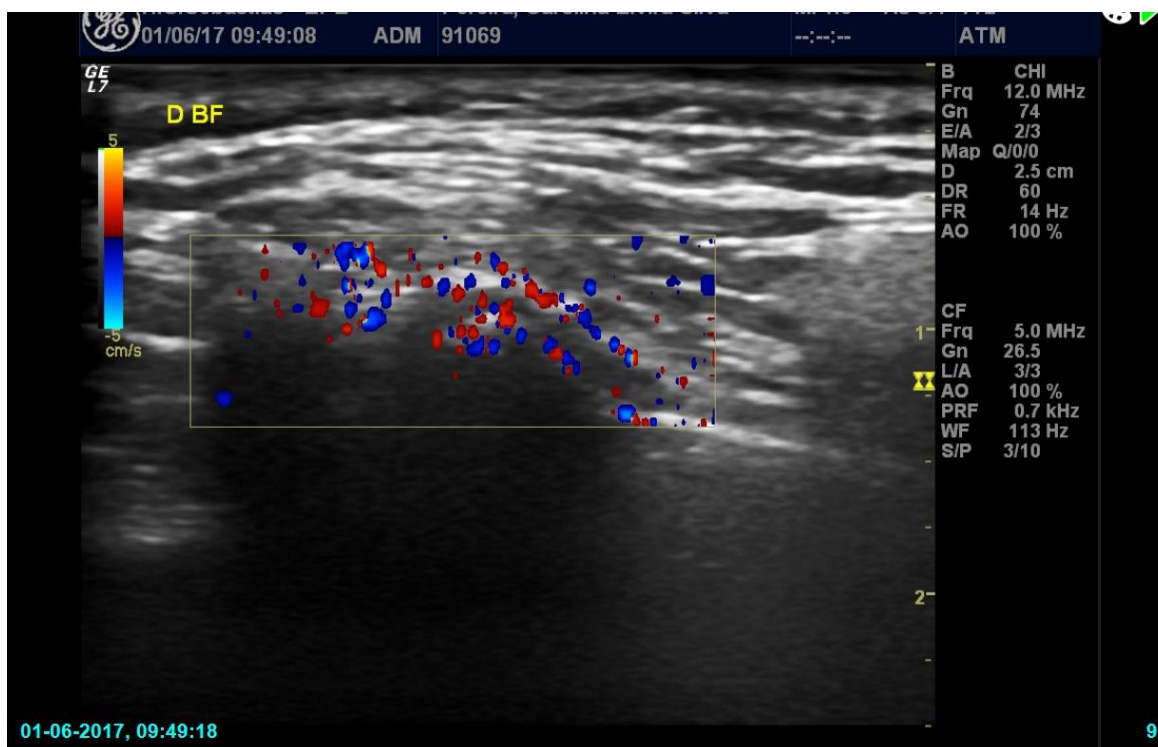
Ultrassonografia com doppler da ATM direita. Pontos coloridos representam a vascularização da região. Elevado número de capilares presentes (vascularização sinovial aumentada).
